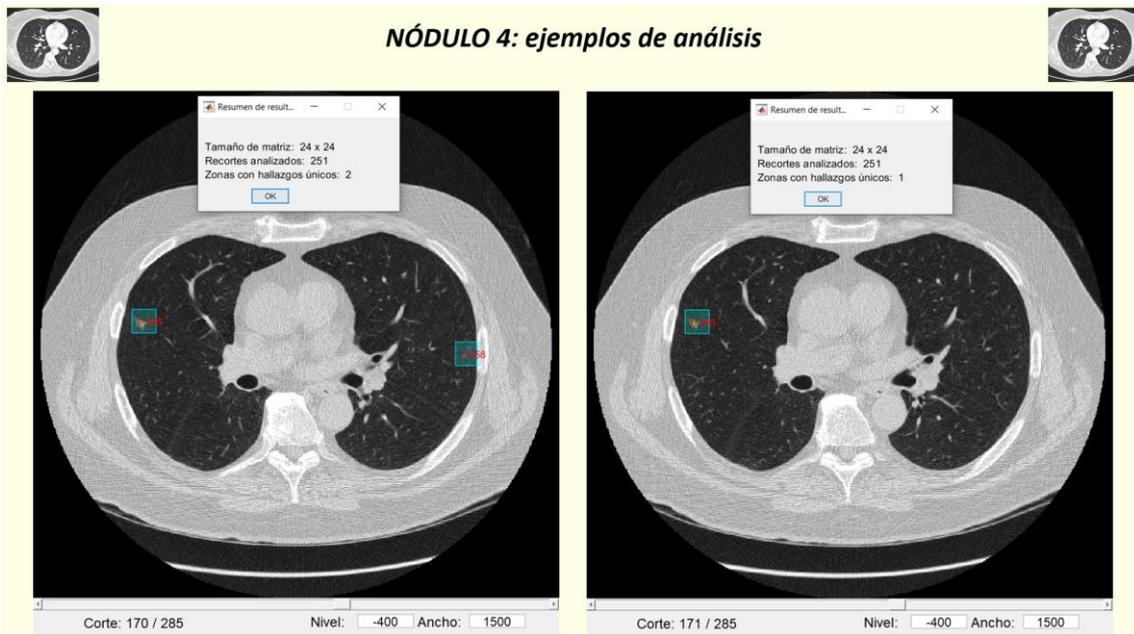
Casos TC de tórax. Caso 10: ejemplos de análisis del nódulo 4
